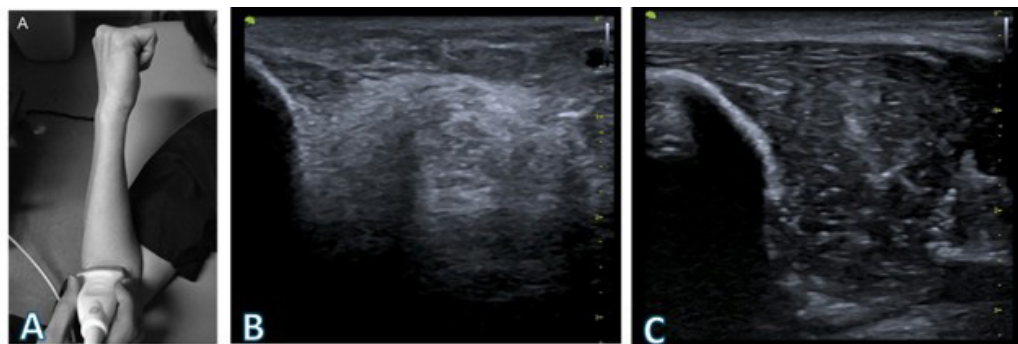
Ultrasonido de músculo Flexor Profundo de los Dedos. A- Técnica para topografiar dicho músculo B- el caso, con pérdida de la ecogenicidad normal del músculo. C- un control de su misma edad y sexo.
